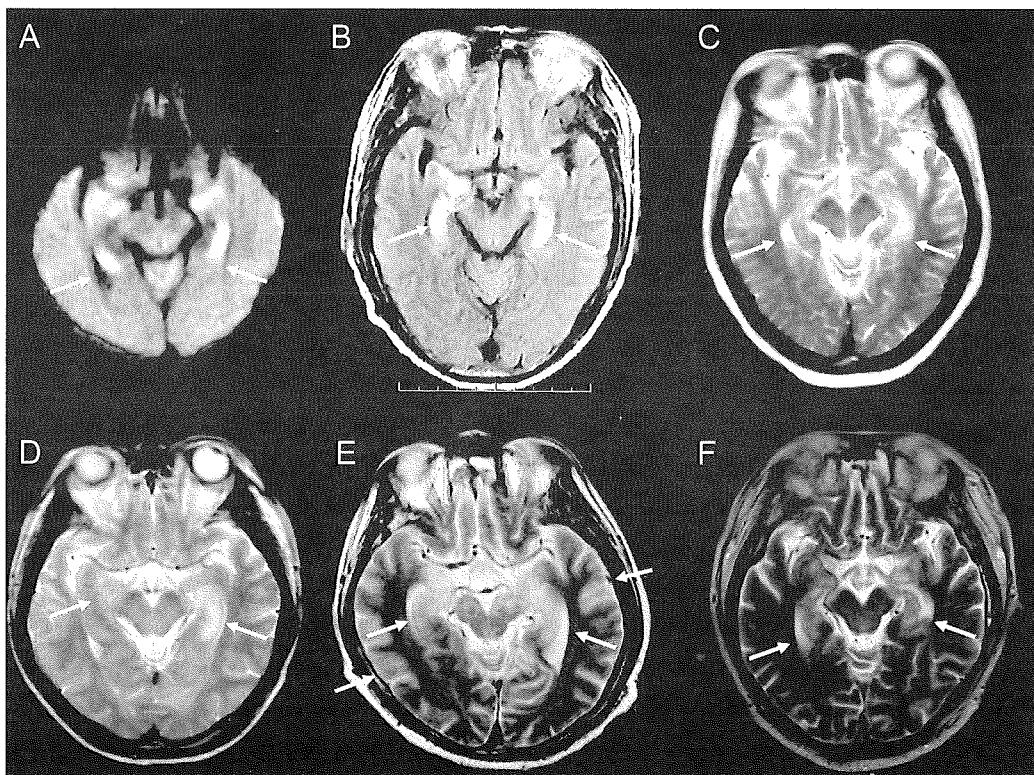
大分大学医学部附属病院においてHHV-6脳炎を発症した症例における頭部MRI所見。A. 43歳、男性。記憶障害での発症より6日後のDiffusion imaging。B. 53歳、男性。記憶障害と痙攣を発症した当日におけるT2強調 fluid attenuated inversion recovery imaging。C. 54歳、女性。発症より20日後のT2強調画像。D. 34歳、男性。記憶障害発症から10日後のT2強調画像。E. 43歳、男性。意識障害で発症した6日後のT2強調画像。F. 45歳、男性。記憶障害での発症より7日後のT2強調画像。(A-Dは文献4、Eは文献12より改変して転載)
